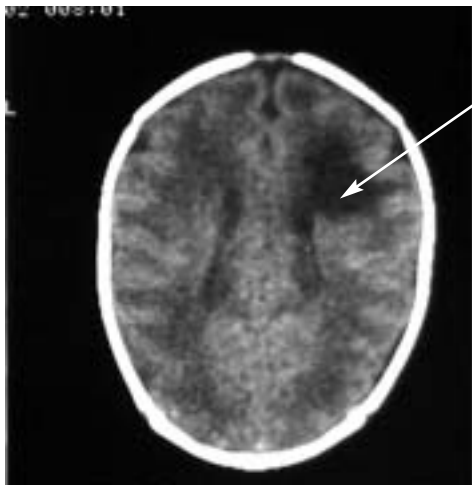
КТ ребенка 25 дней (гестационный возраст при рождении 32 нед) с последствиями церебральной гипоксии-ишемии 3-й степени и врожденной нейроинфекции, обширной кистой в области переднего рога правого бокового желудочка и фармакорезистентными к фенobarбиталу неонатальными парциальными судорогами.
